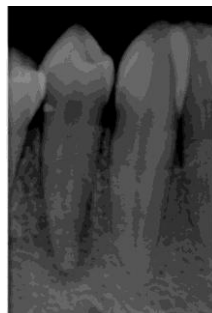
Radiografia Periapical do dente 4.4 a 08/05/2015
